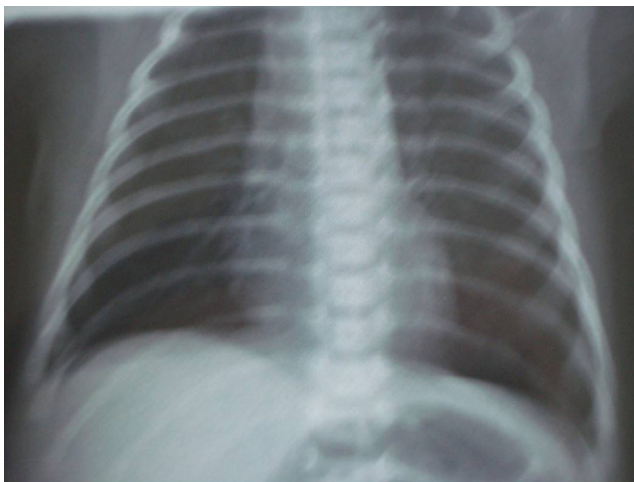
Radiographie du thorax objectivant une distension pulmonaire importante.
